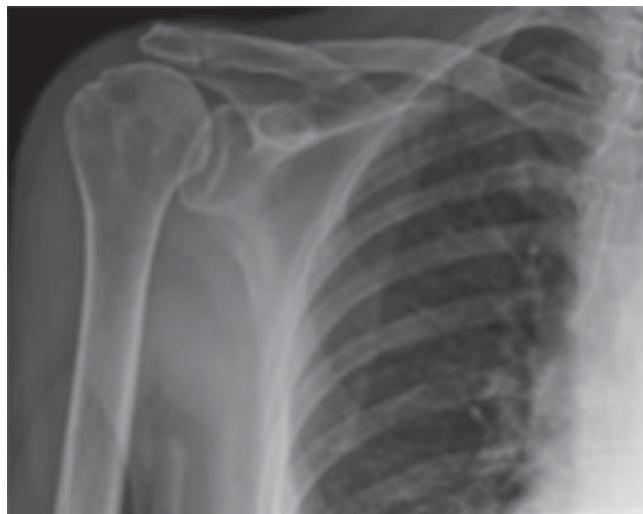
Radiografía anteroposterior prequirúrgica de hombro derecho. Se observa ascenso de la cabeza humeral secundaria a la ausencia de cobertura por parte de los tendones del manguito rotador.
